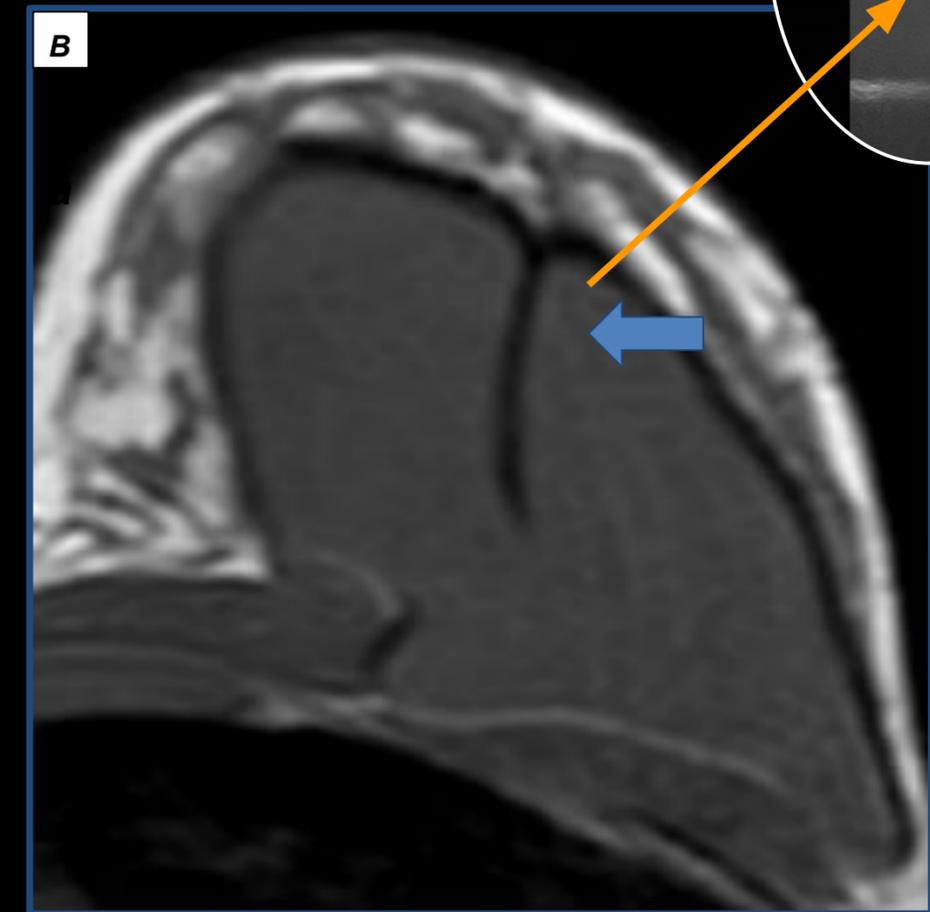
RM A) T2 axial B) Stir axial donde se observa en ambas presencia de pliegues capsulares internos (flechas azules) C) Ecografía modo B donde se observa pliegue intracapsular.
